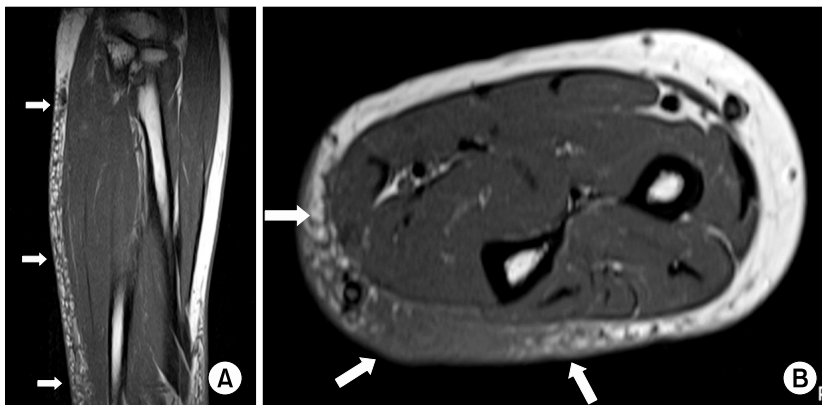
The sagittal (A) and axial sections (B) of the Gd-DTPA enhanced T1-weighted magnetic resonance images. These images show the reticular pattern with low to intermediate signal intensity (arrows).
